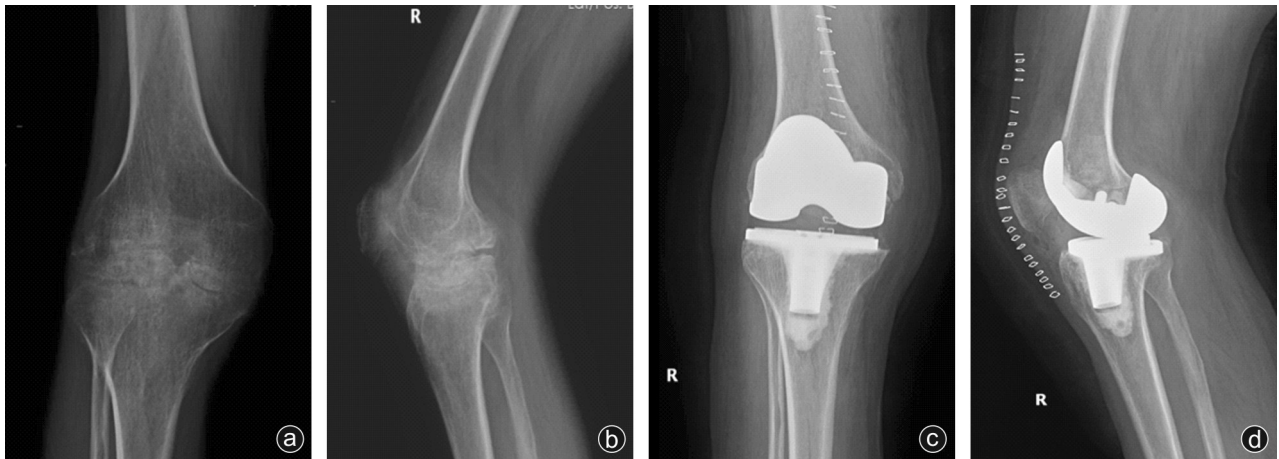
病人,男,50岁 a,b:术前膝关节X线片示右膝关节内外侧间隙完全消失,关节表面可见骨质毛糙,密度不均匀;c,d:随访末期,病人膝关节屈曲畸形由术前的8°矫正至术后的2°,术后右侧膝关节主动屈曲达70°,较术前提高40°
